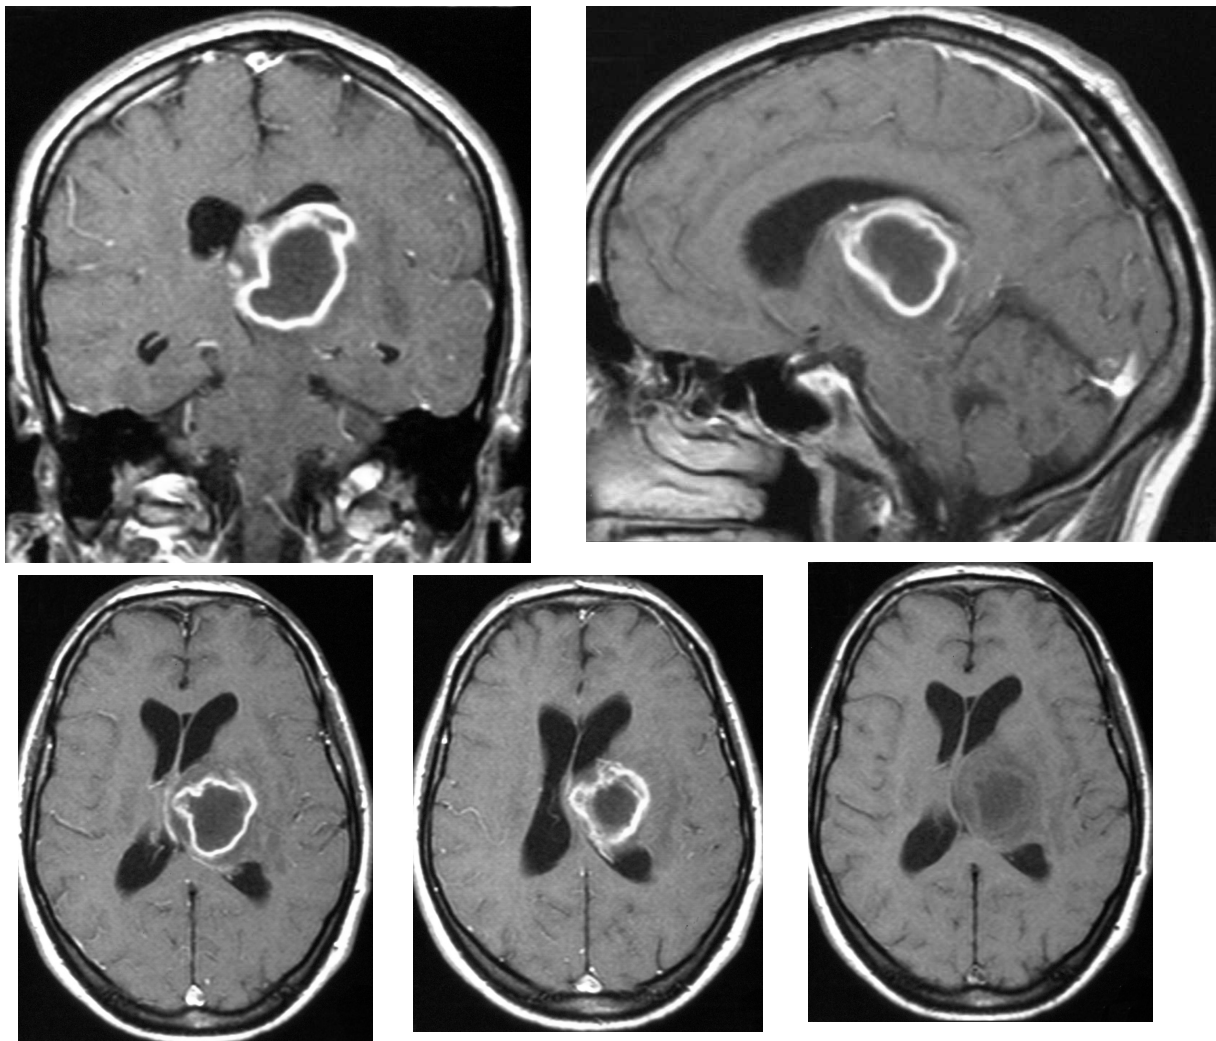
Solitärer Abszess im linken Thalamus im MRT-Bild, T1-gewichtet mit Gadolinium (obere Reihe und untere Reihe links und Mitte) sowie ohne Gadolinium (untere Reihe rechts)
